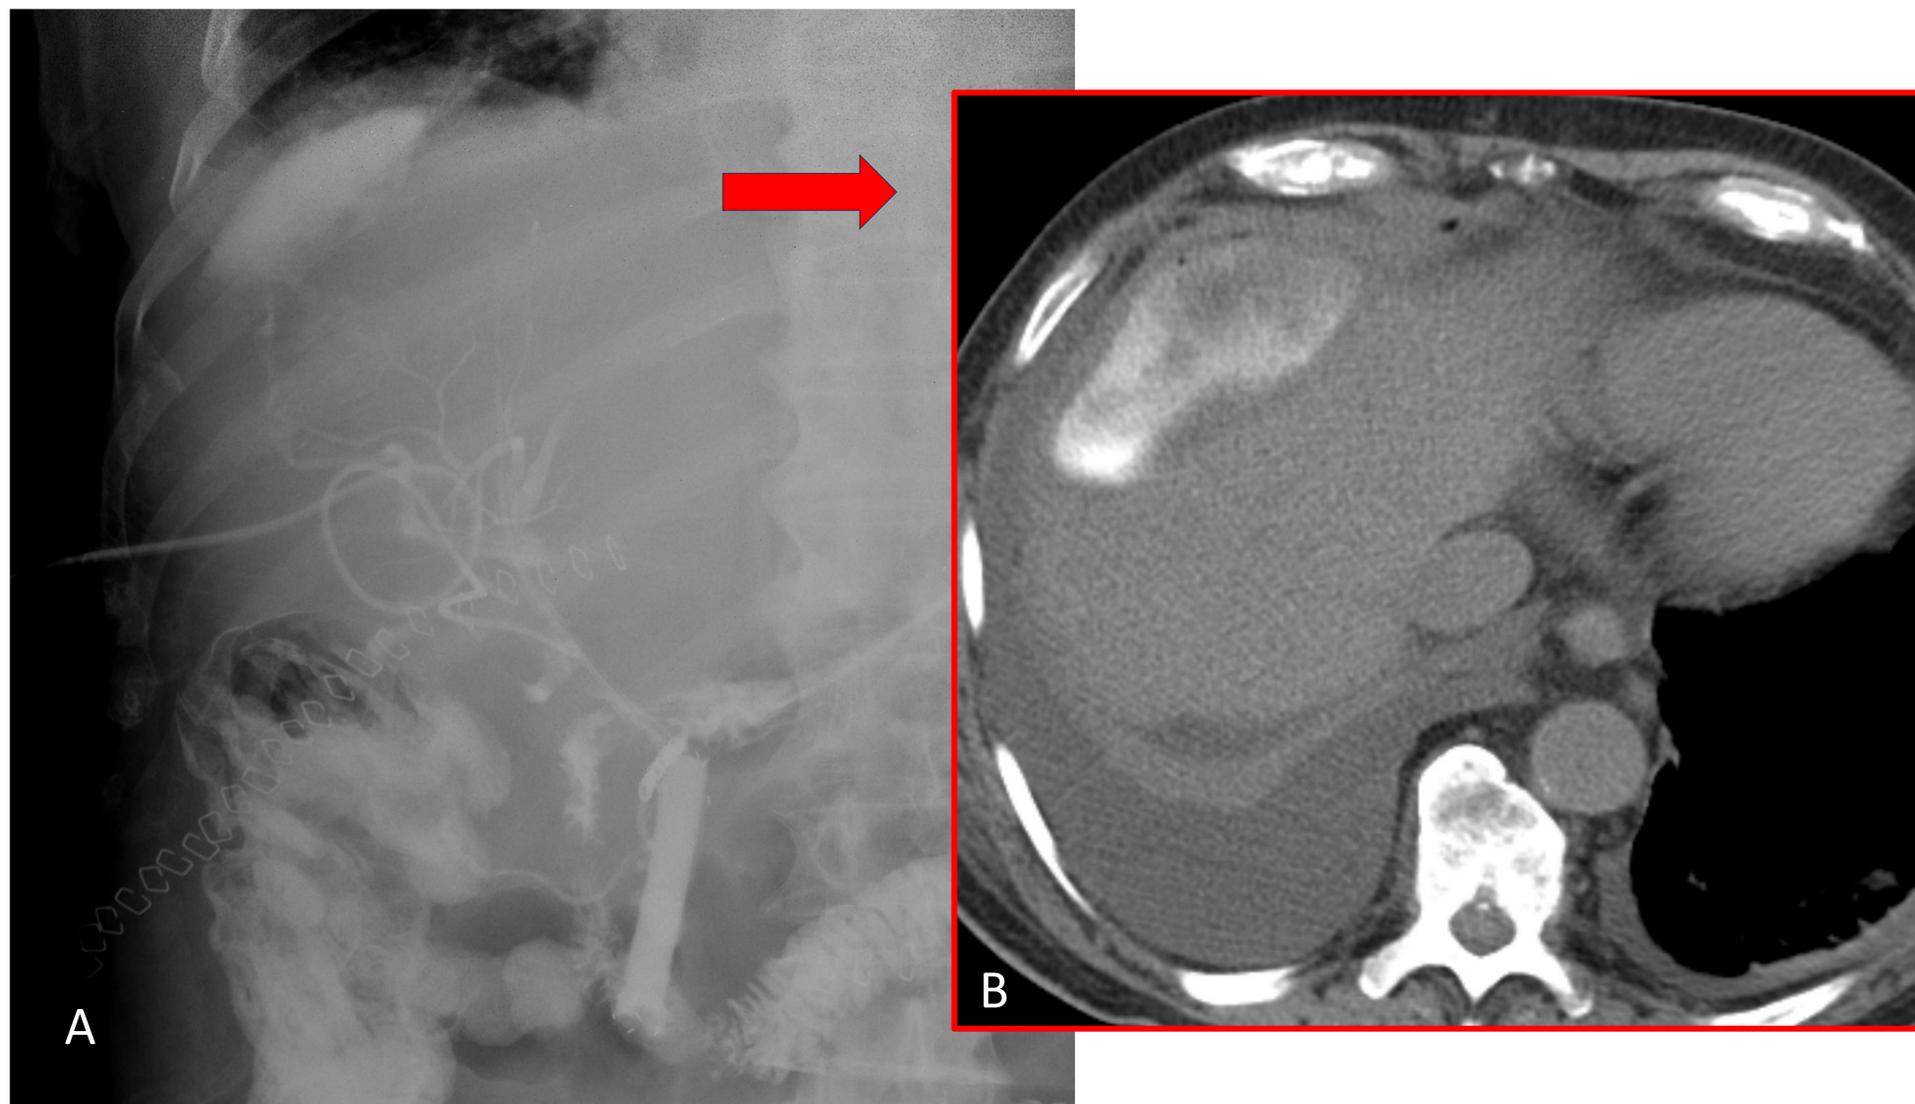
Paciente de 79 años con catéter de Kher con extremos distales en conducto hepático derecho y colédoco distal, A) RX simple tras la introducción de contraste a través del catéter de Kehr (^) se observa una fuga de contraste en región subdiafragmática derecha desde radicales hepáticos derechos (flecha naranja). Prótesis biliar correctamente posicionado (flecha vacía) y adecuado paso de contraste a duodeno. Se completa el estudio con TC sin contraste B) Se observa una colección subcapsular heterogénea de morfología ovoide que se extiende desde la periferia de la cúpula en el segmento VIII y hasta región subhepática. Hallazgos en relación bilioma. Derrame pleural bilateral mayor en hemitórax derecho con atelectasia pasiva asociada. (*).
